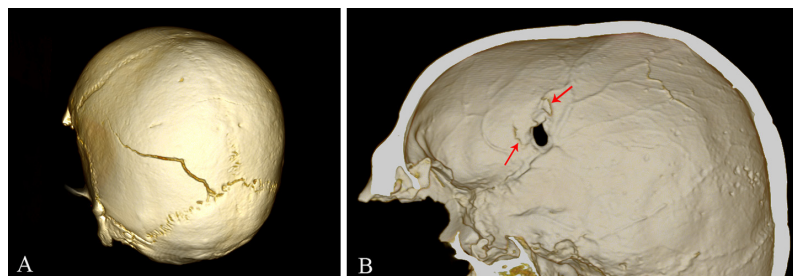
"3D CT reconstruction images depicting the plastic response and hinging (a); smooth preponderant texture and regular outline (b)."; 35
